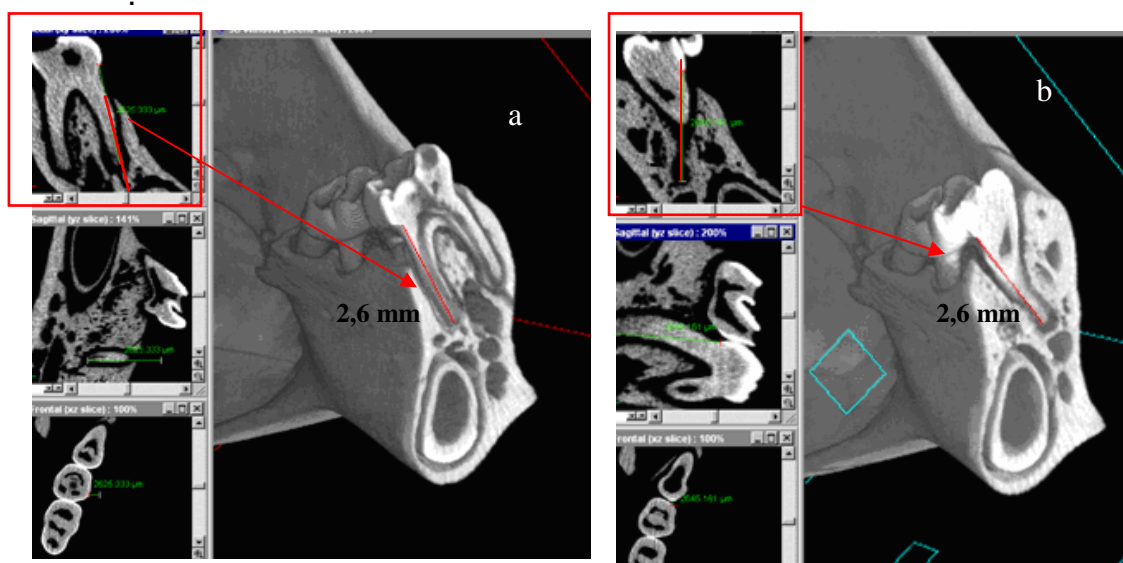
Medidas de comprimento para cada raiz (CR). As medidas foram obtidas da junção cimento-esmalte (JCE) até o ápice radicular (AR). As medidas foram obtidas em milímetros para avaliar a percentagem vertical de osso remanescente. Imagem obtida por Micro-CT.
